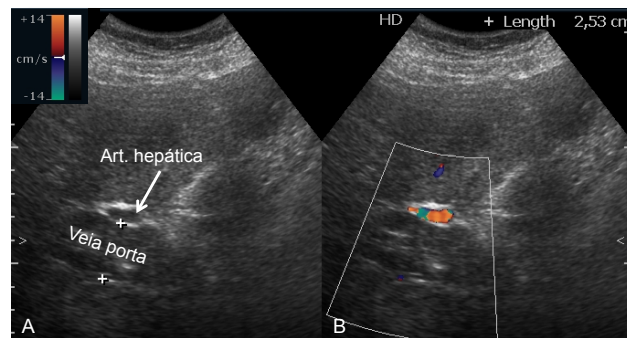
Trombose recente oclusiva do tronco da veia porta. De notar o aumento de calibre da veia porta (25 mm em A) e a ausência de fluxo na avaliação Doppler cor (B).
